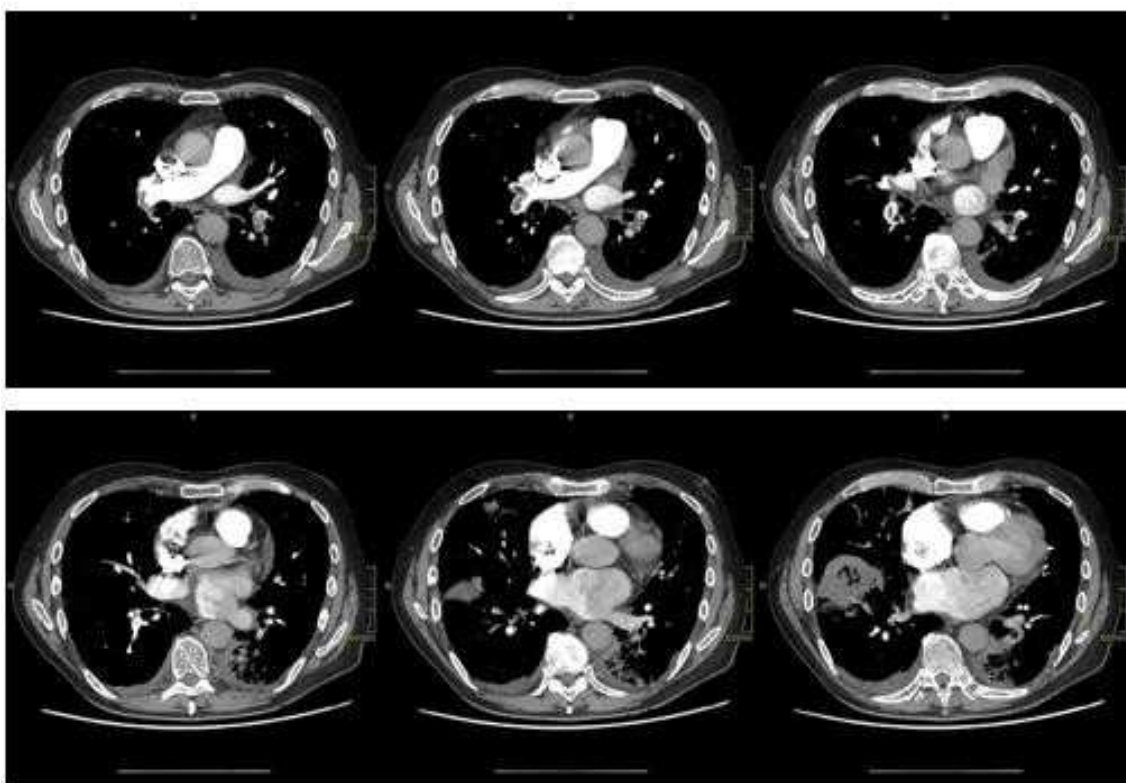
Immagini TC in fase arteriosa a FOV ampio
